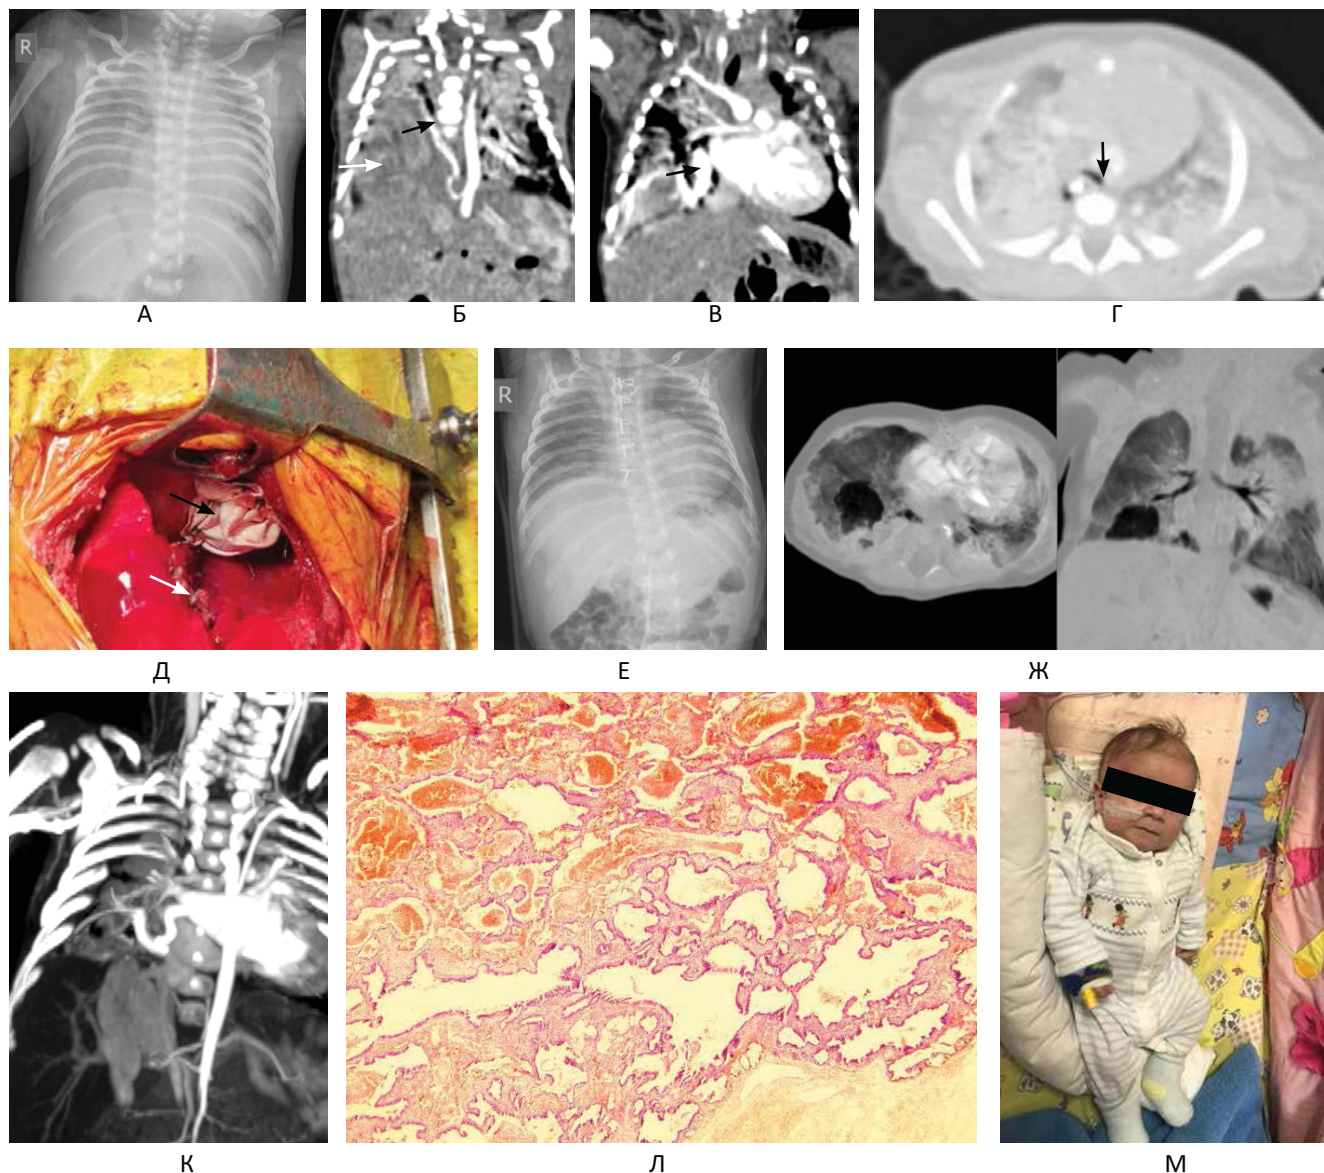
Обстеження та інтраопераційне фото дитини віком 1 місяць із ВЛС нижньої частки правої легені, правобічною діафрагмальною грижею, множинними ДМШП та компресійним стенозом трахеї. А – оглядова рентгенограма грудної клітки: зниження пневматизації у правому геміторахсі, збільшення розмірів серця; Б, В, Г – КТ з контрастним підсиленням: (Б) аберантна артерія, що відходить від абдомінального відділу аорти та прямує до правої легені (чорна стрілка), герніація правої нирки в правий бік трахеї дугою аорти та ПГС (стрілка); Д – інтраопераційне фото: латка з PTFE, використана для закриття дефекту діафрагми (чорна стрілка), зона резекції нижньої частки правої легені (S9–10); Е, Ж, К – післяопераційне дослідження: (Е) оглядова рентгенограма, (Ж, К) КТ – нормальна пневматизація правої легені, нормальне розташування та контур правої гемідіафрагми, наявність невеликої кісти нижньої частки правої легені; Л – гістологічне дослідження видаленого секвестру (мікрофото, x40, фарбування гематоксилін-еозин) – розширення легеневих судин та бронхіол, мікрокістозні зміни; М – фото дитини при виписці
